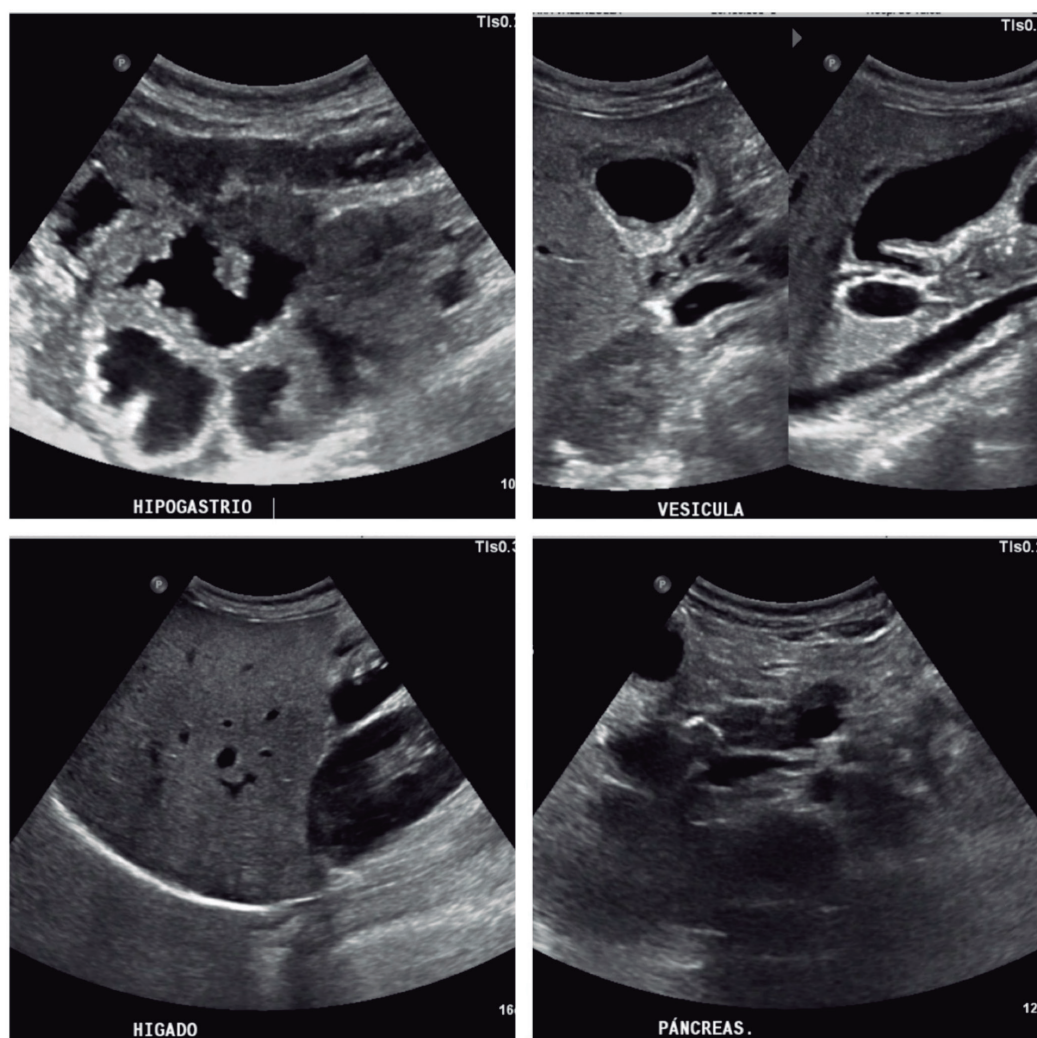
Ecografía abdominal.
